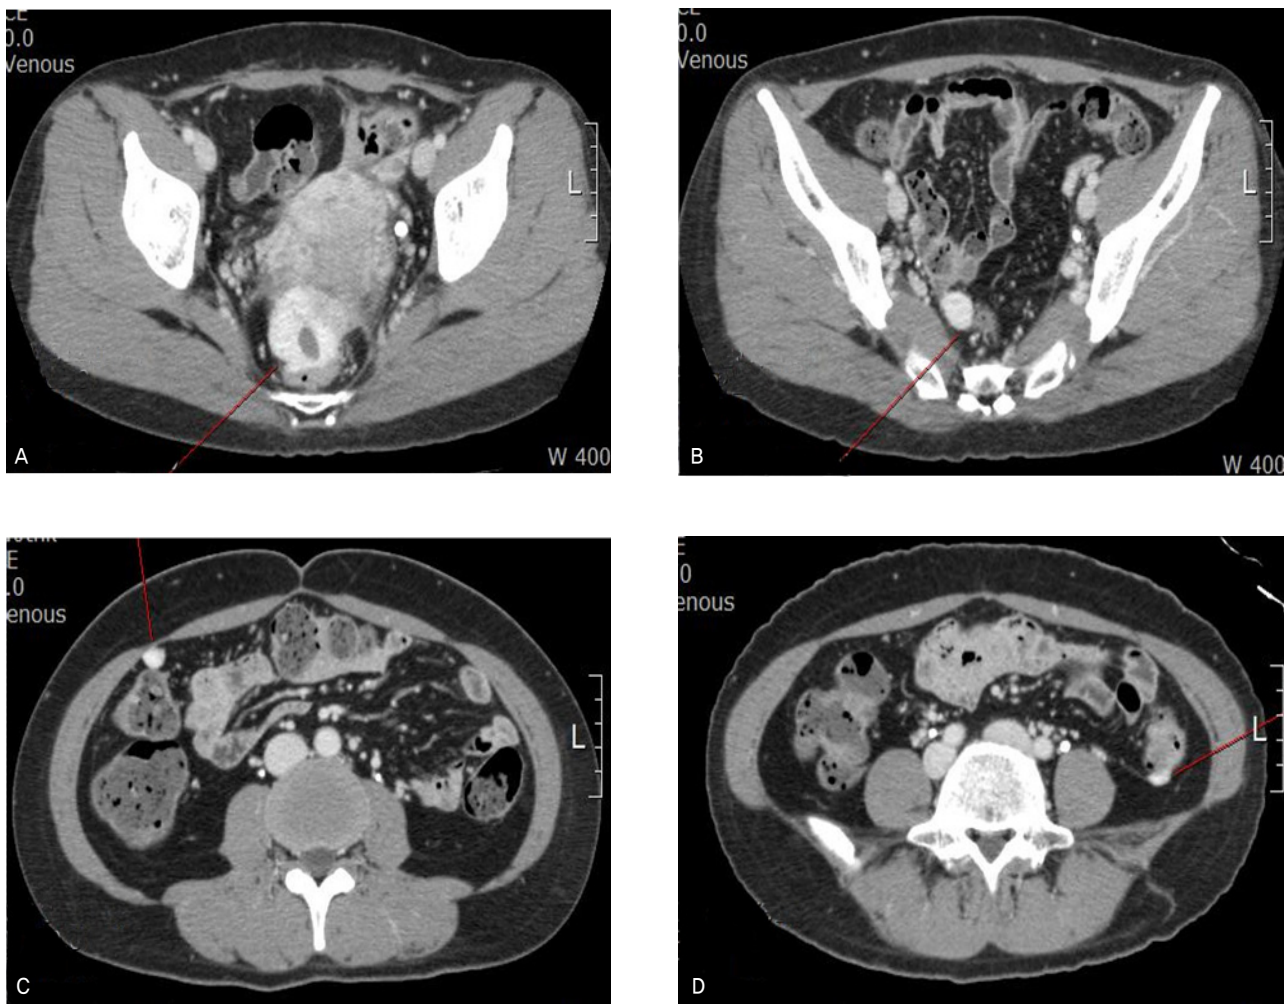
Contrast-enhanced computed tomography image showed well enhanced masses in cul-de-sac (A) and on the surface of rectum (B), anterior abdominal wall (C), and descending colon (D).
